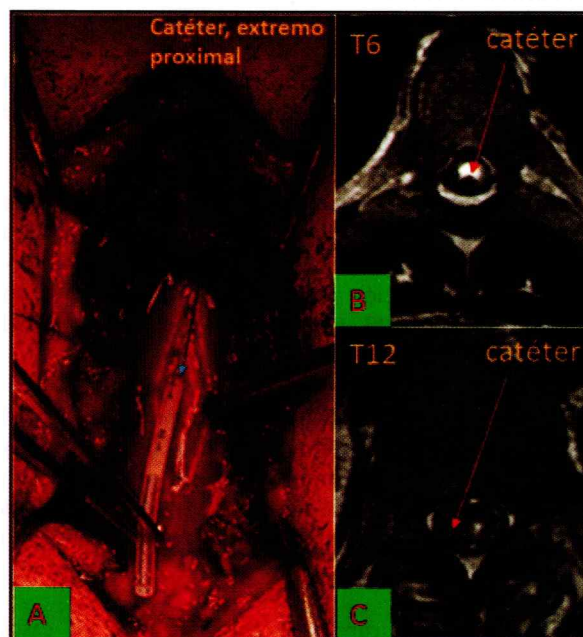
A: Colocación del cabo proximal del catéter en la cavidad siringomélica. B y C: muestran en la RMN posquirúrgica el nivel T6 a T12 donde fue colocado el catéter.
